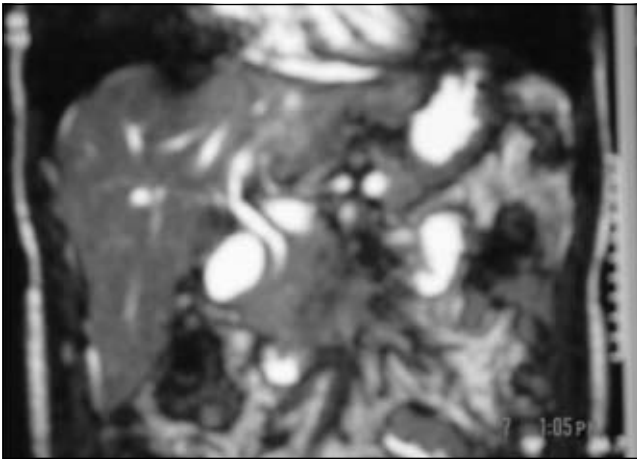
Colangiorrresonancia magnética que demuestra la dilatación de la vía biliar izquierda y el área asociada de colangitis.
